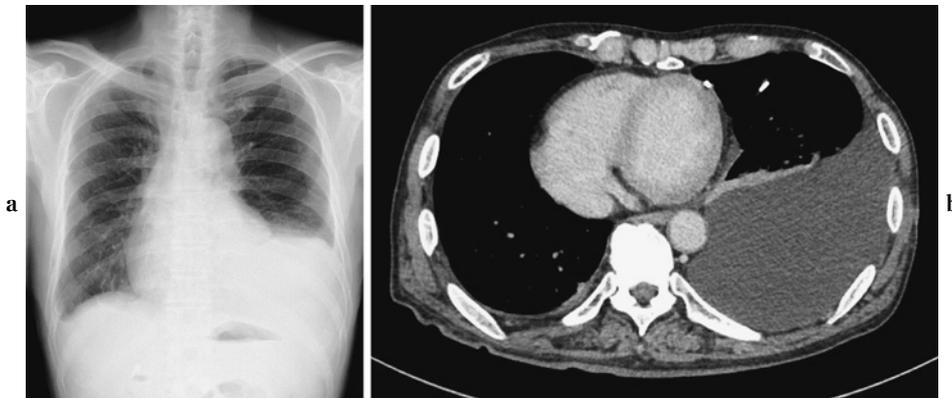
A chest X-ray on admission showed left pleural effusion (a). Chest CT on admission also showed left pleural effusion, but no significant pulmonary or pleural lesions were detected (b).
